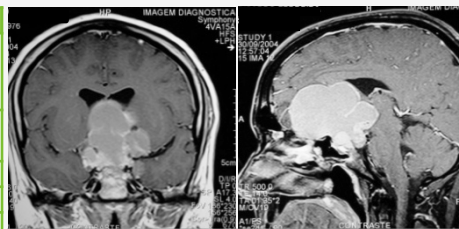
Ressonância Magnética (RM) ao diagnóstico.
